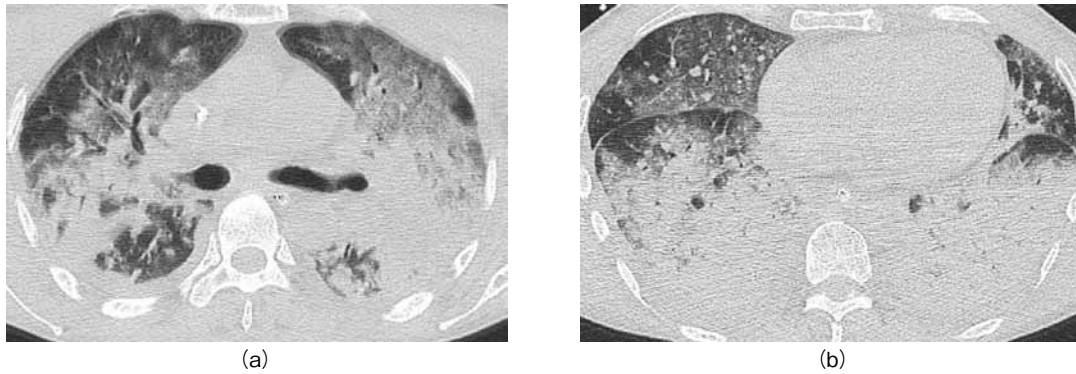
Chest CT on day 5
